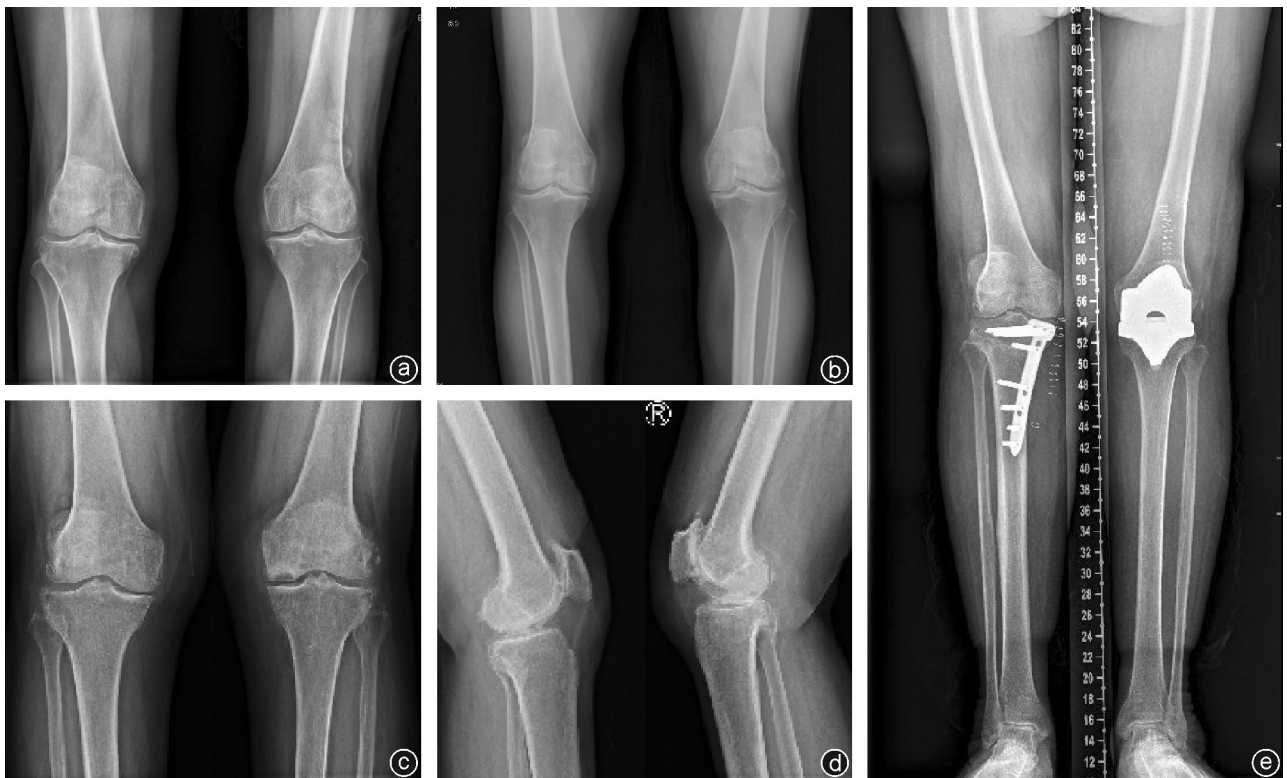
典型病例 a:PRP组病人治疗前双膝X线片;b:PRP组病人治疗后1年双膝X线片;c、d:常规药物组病人药物治疗后双膝正侧位X线片;e:因常规药物治疗疗效不佳,行全膝关节置换术+胫骨高位截骨术治疗后下肢全长X线片
